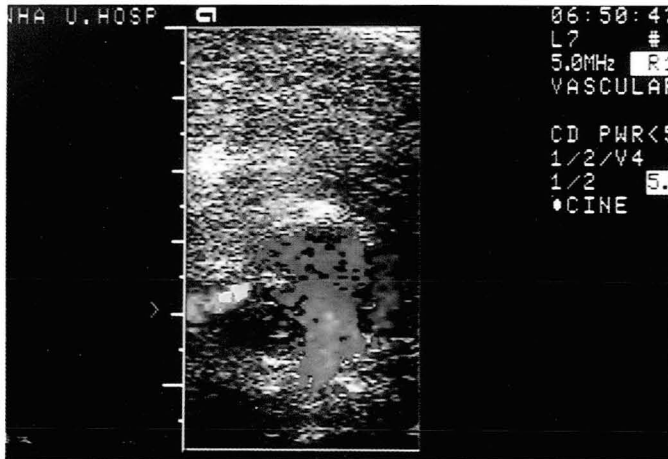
a. Color doppler sonography shows typical swirling mosaic patterned color flow in pseudoaneurysmal cavity. The neck is well visualized(arrow).
